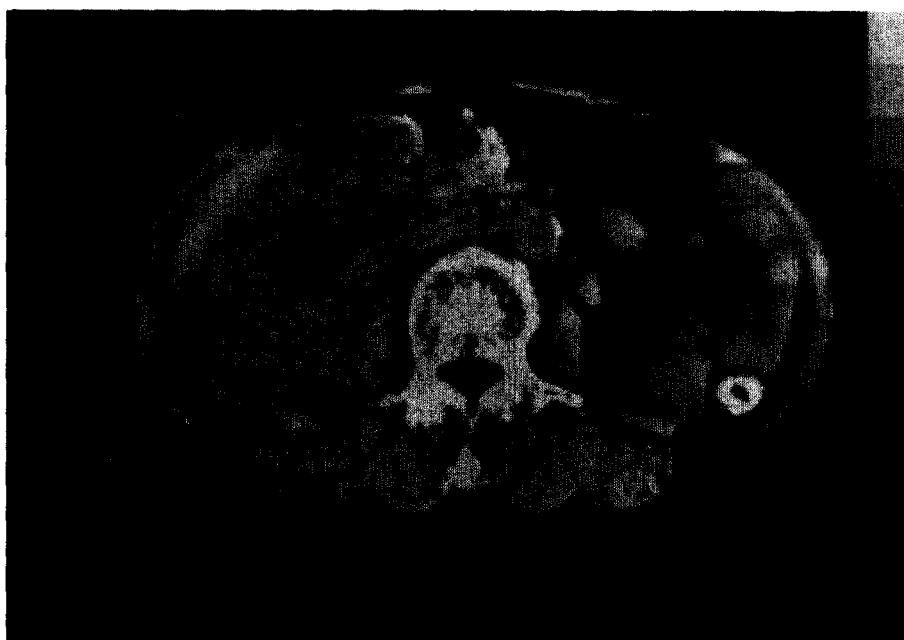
Abdominal CT scan reveals enlarged right kidney which has multiple gas densities on renal parenchyma, perirenal space and collecting system(arrowheads).
